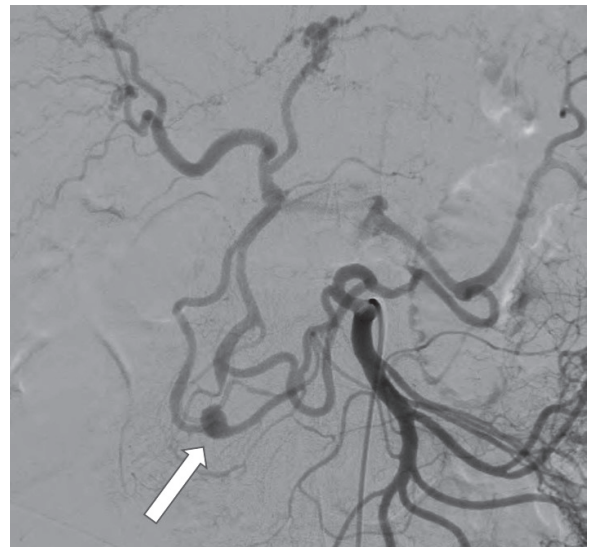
術前血管造影；上腸間膜動脈造影にて膵十二指腸アーケードの発達を認め、CT で認めた動脈瘤が描出された（矢印）。脾動脈は発達した横行膵動脈経路にて描出され、腹腔動脈は逆行性に描出された。
